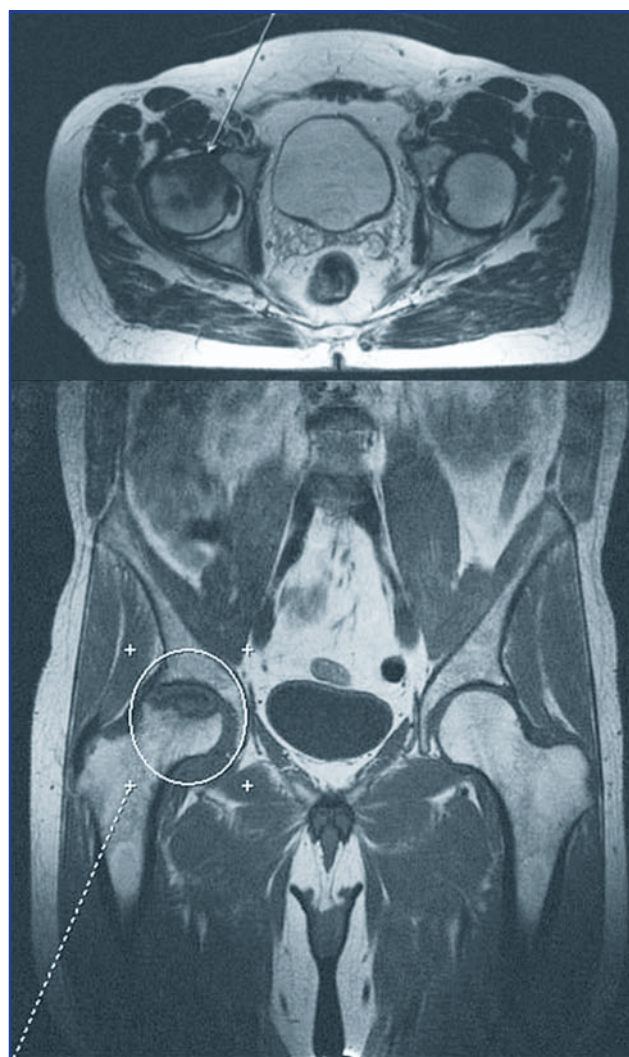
Томограма хворого К. з некрозом головки правого кульшового суглоба
